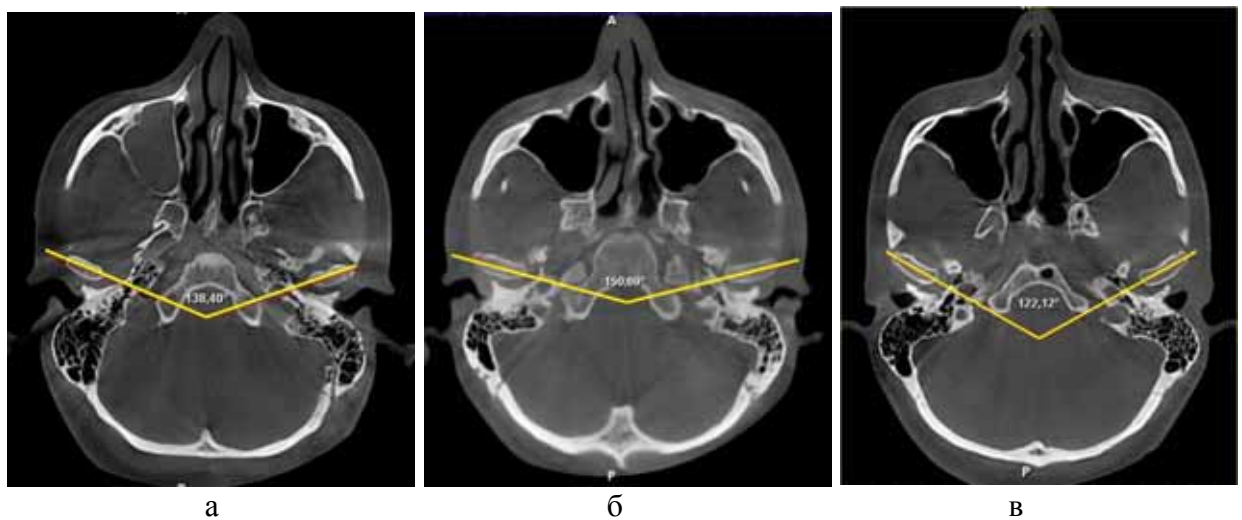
Томограммы головы на уровне нижнечелюстного сустава с реперными линиями, образующими угол расположения суставных головок при мезогнатии (а), брахигнатии (б) и долихогнатии (в)
